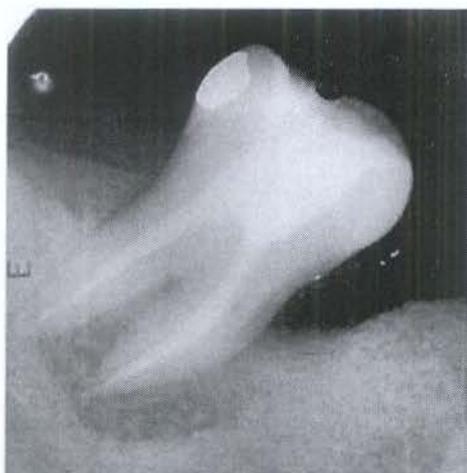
radiografia final do 47 com lesão periodontal primária.
